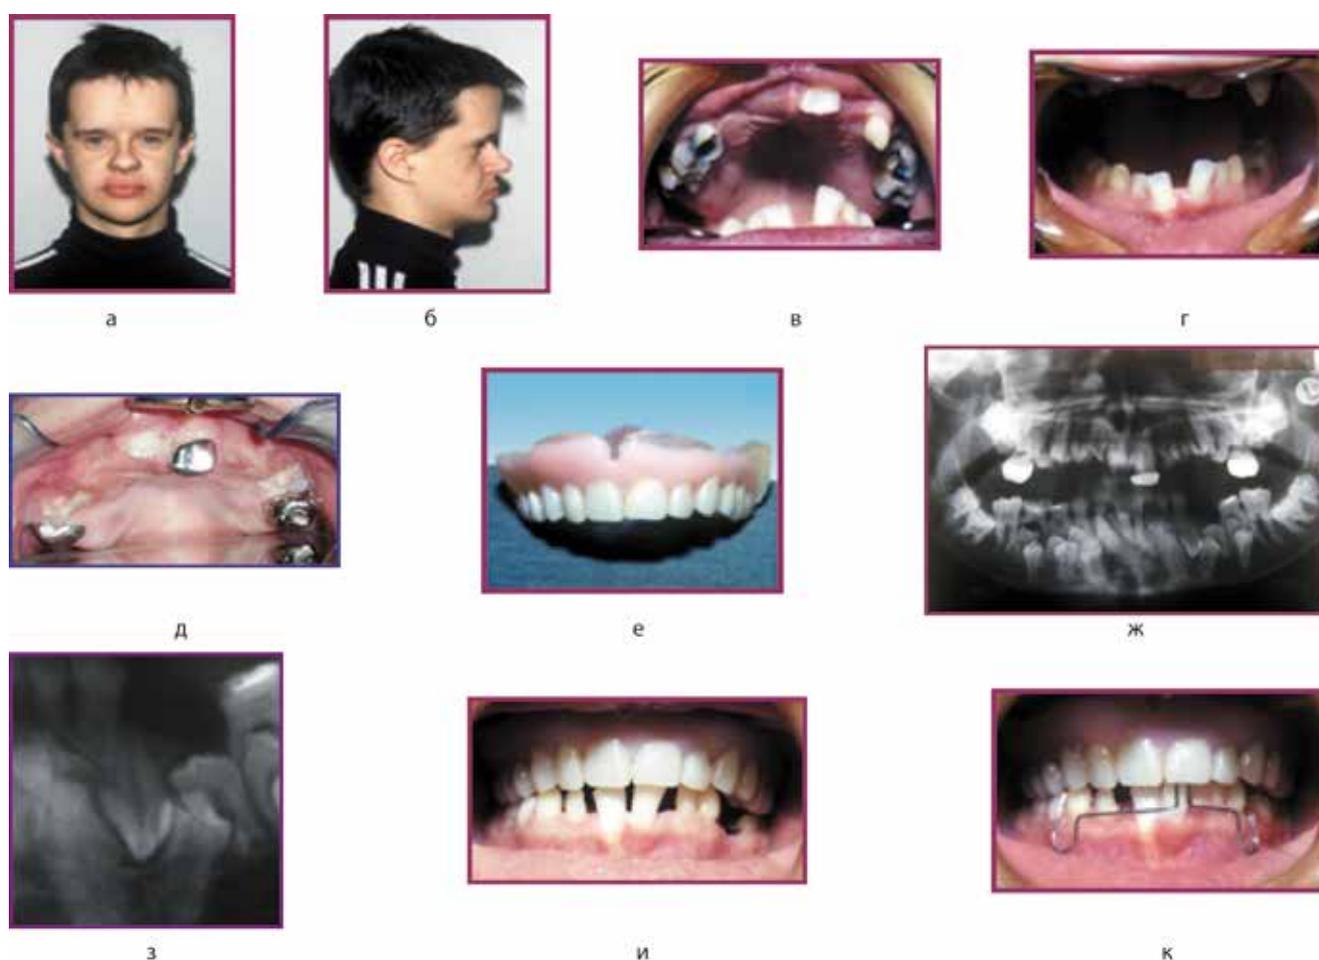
Фото фаса (а), профиля (б) лица, полости рта (в, г, д), ортопантомограммы (е, ж), прицельного рентгеновского снимка на участке ретенционного 33 зуба, который прорезывается в противоположном направлении (з), до лечения пациента Сл-ч О., 19 лет, с черепно-ключичным дизостозом и на этапах лечения: эндодонтической, хирургической и ортодонтической подготовки к зубному протезированию (е, и, к)
